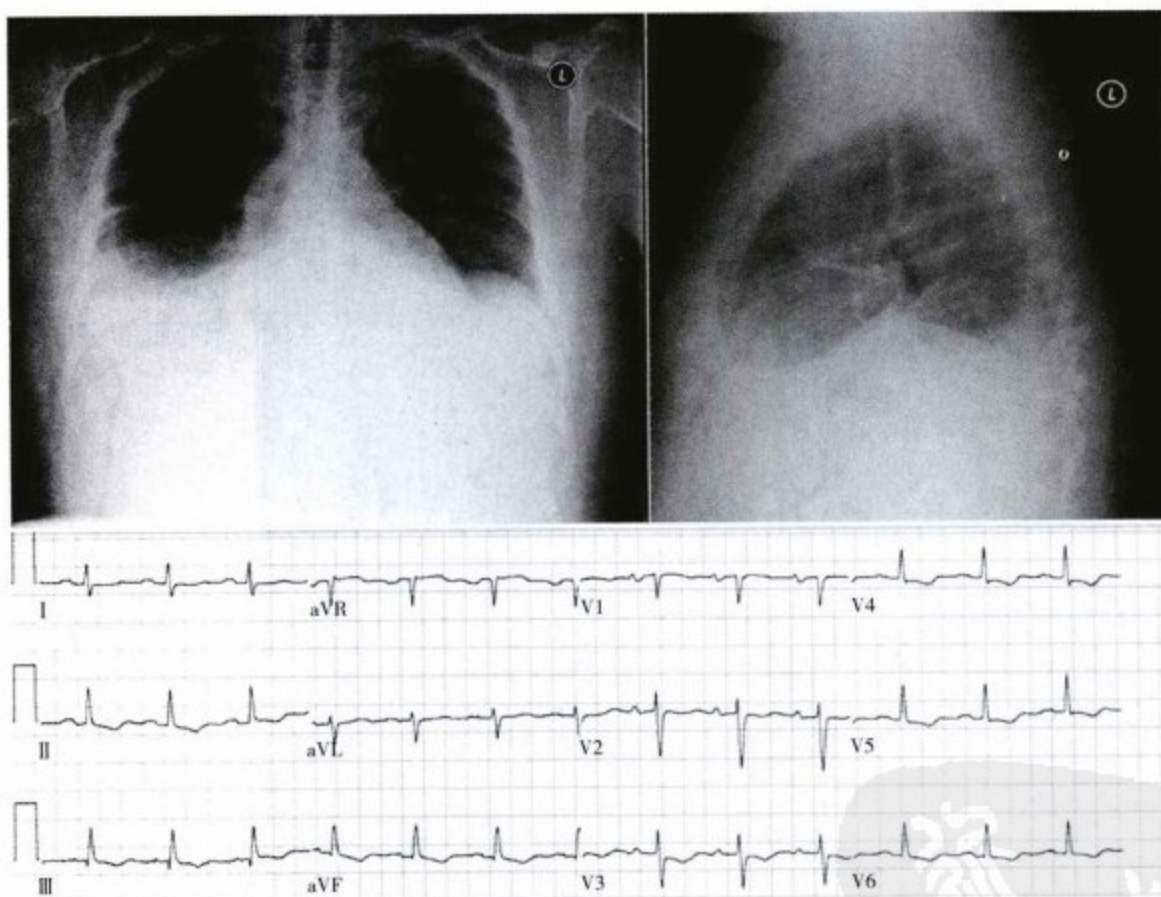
上图为胸部平片,显示心脏增大,双侧胸腔积液,两肺野清晰,并可疑有奇静脉扩张。下方心电图显示窦性心律,非特异性复极化异常以及电压正常。
